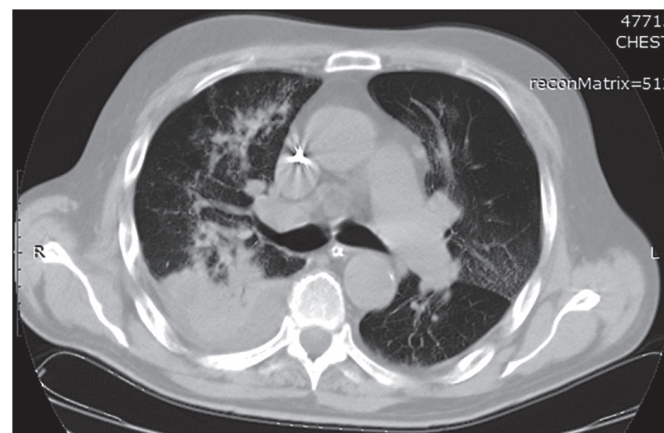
КТ-исследование № 2. По сравнению с предыдущим исследованием определяется увеличение размеров зон уплотнения легочной ткани по типу «матового стекла» и зон консолидации легочной ткани, а также выпота в плевральных полостях как результат прогрессирования васкулита
